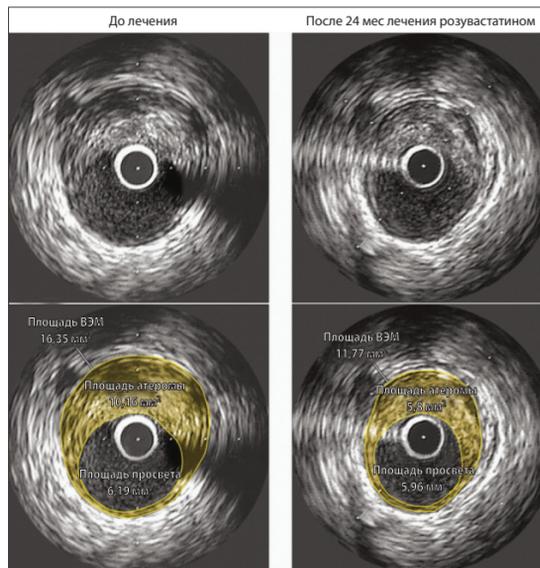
Вверху слева – срезовое изображение сосуда, полученное с помощью ВСУЗИ до лечения, вверху справа – то же после лечения. Внизу – те же изображения с измеренной площадью. Площадь атеромы уменьшилась с 10,16 до 5,81 мм². ВЭМ – внешняя эластическая мембрана
